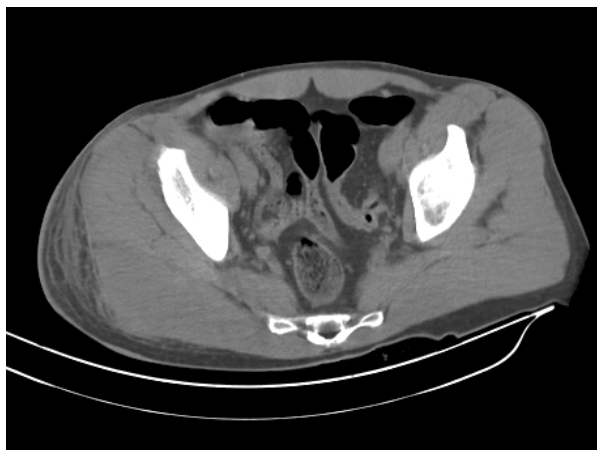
Imagen axial TC donde se aprecia la asimetría en el espesor del músculo glúteo mayor derecho respecto al contralateral.
